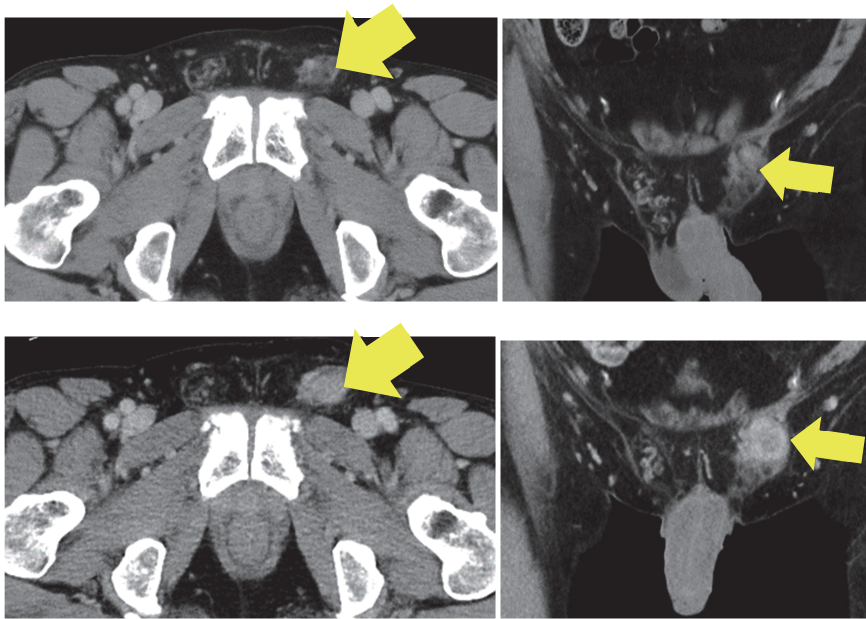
造影CT (上段:X年3月 下段:X年6月)
